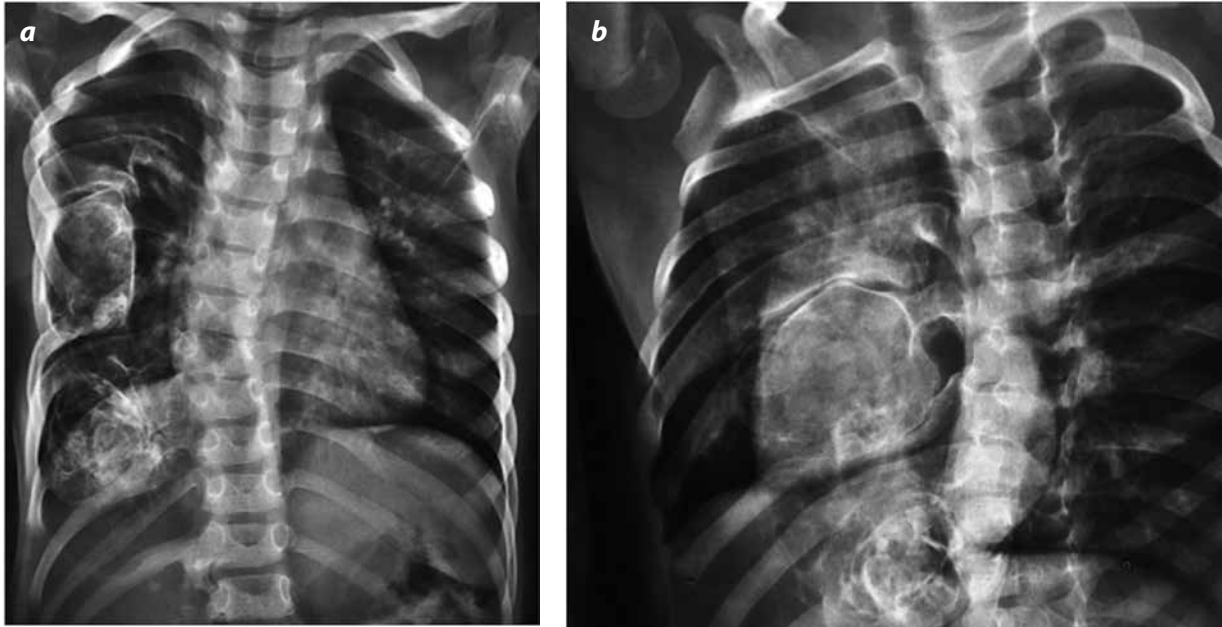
Radiografía de tórax a) PA y b) oblicua: dos lesiones extrapulmonares en hemitórax derecho, heterogéneas, con calcificaciones, que comprometen y deforman los arcos costales posteriores. Las masas disminuyen el volumen pulmonar y se acompañan de escoliosis torácica derecha.
